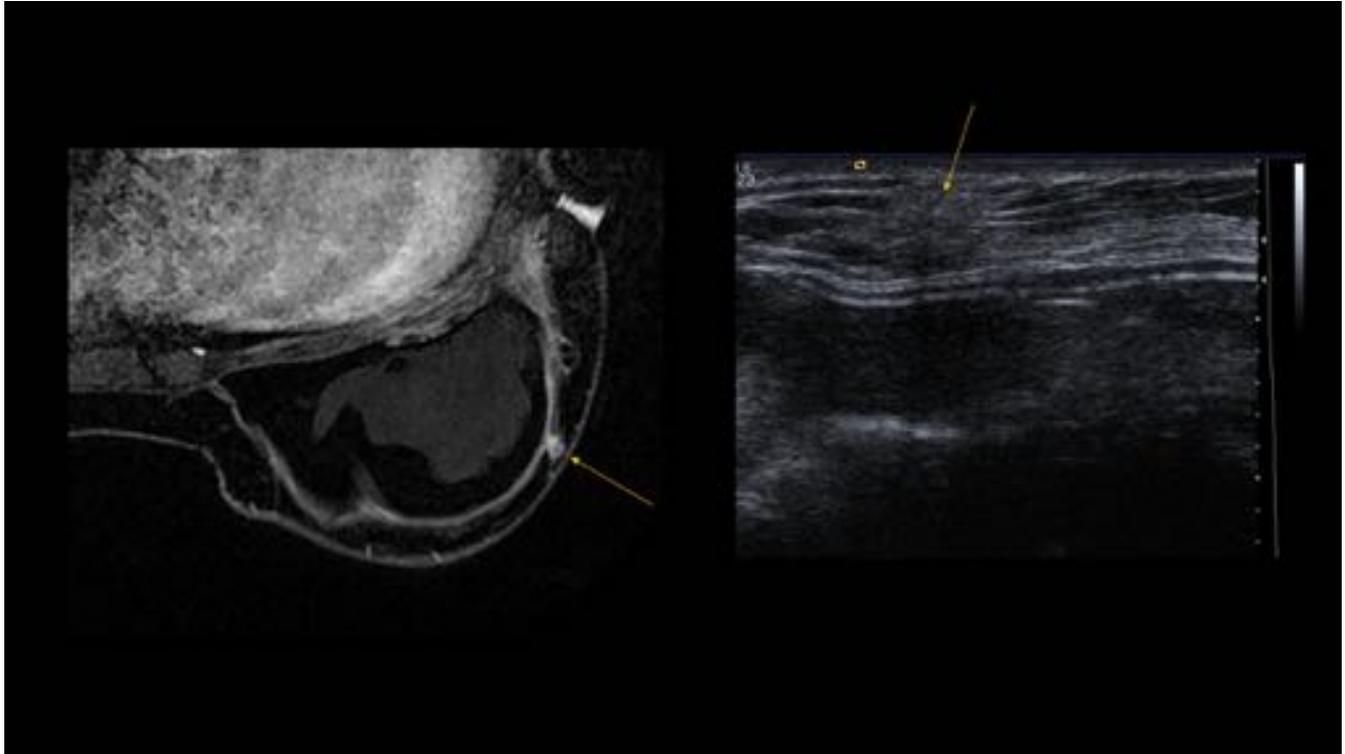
Antecedentes de carcinoma lobulillar. En el seguimiento se identificó captación sospechosa en RM. El primer estudio histológico mostró necrosis grasa. Por los hallazgos en RM se re-biópsió, con resultado de carcinoma lobulillar infiltrante.
